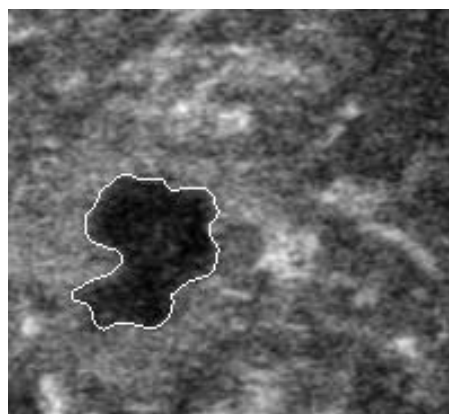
Segmentación final de un tumor de mama en una imagen de ultrasonido mediante *Level-sets*.
